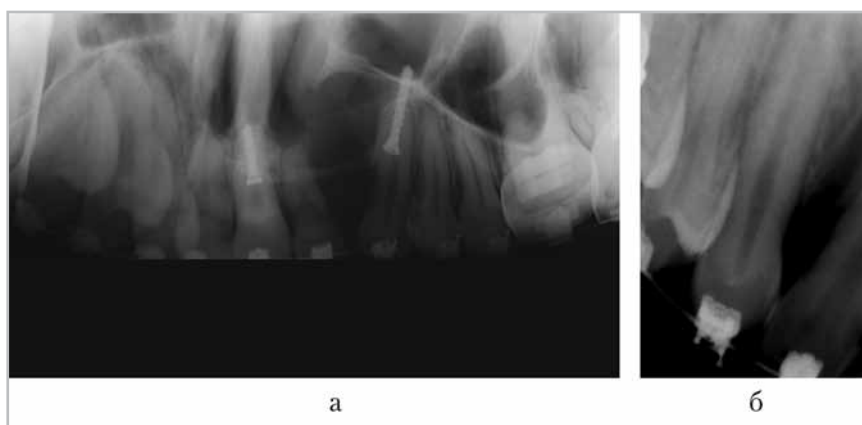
Рентгенограммы пациента с врожденной двусторонней расщелиной альвеолярного отростка и нёба: а — панорамная микрофокусная рентгенограмма с увеличением: на уровне зубов 2.1, 2.2 определяется частичная резорбция регенерата после ранее проведенной костной пластики альвеолярного отростка, щелевидная расщелина между зубами 1.3 и 1.2 не визуализируется; б — микрофокусная радиовизиограмма: между зубами 1.3 и 1.2 выявляется щелевидный дефект альвеолярного отростка с четкими ровными контурами
